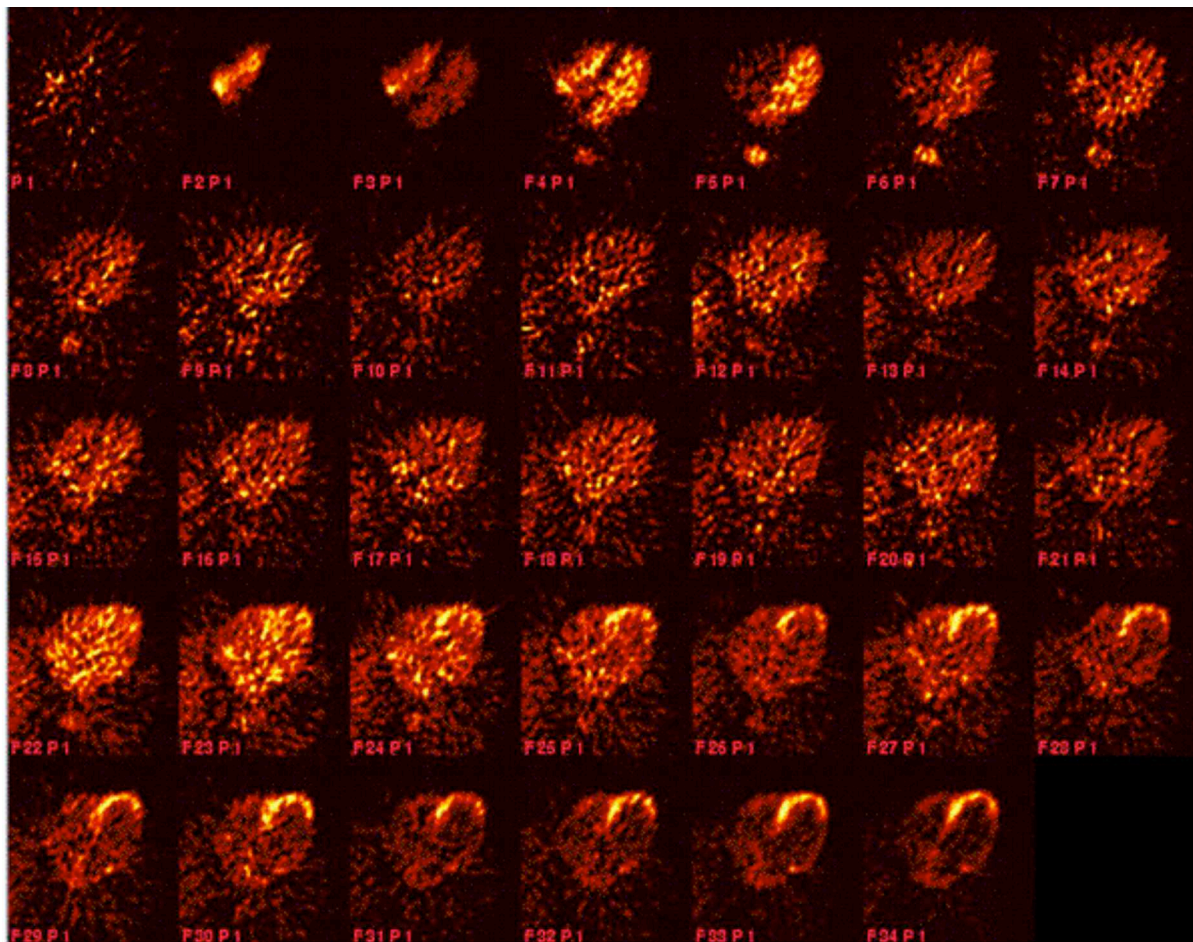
Séquence dynamique d'images cardiaques ^{18}FDG -TEP. Séquence d'images cardiaques transaxiales après injection en bolus de 370 Mbq de ^{18}FDG chez un patient coronarien. On constate une arrivée rapide du traceur dans le ventricule droit (images F2-4), puis dans le ventricule gauche (F4-6) et finalement dans le myocarde, où la captation du traceur montre un faible métabolisme glucidique dans de vastes territoires. Cette faible captation contribue à dégrader la qualité des images. L'aorte est clairement visualisée dans les frames F4-8, au-dessous des parois myocardiques. Une bonne captation du traceur est présente seulement en antéro-septal.
